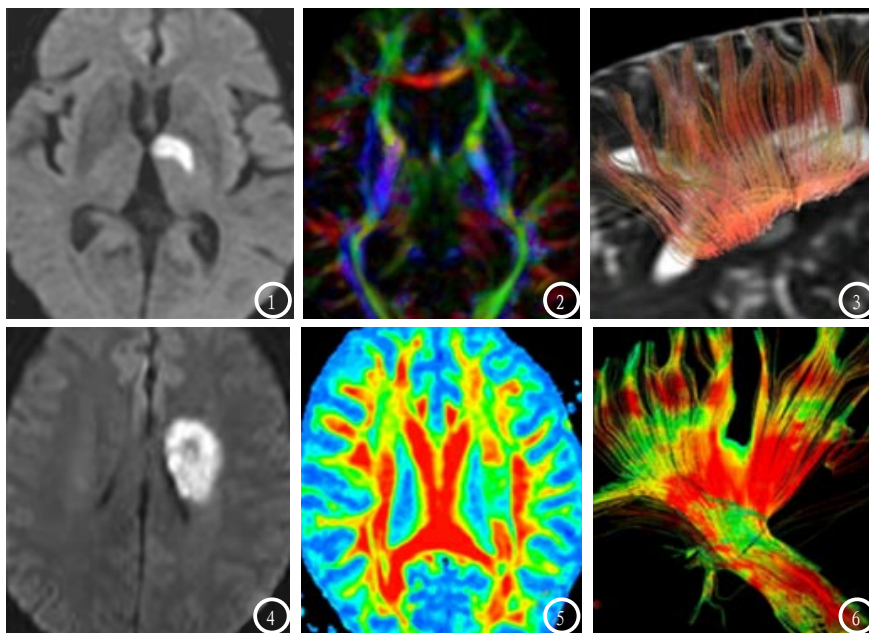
左侧丘脑区脑梗死, DWI (图1) 呈高信号, DEC图 (图2) 显示左侧内囊后肢局部略受压, DTT图 (图3) 显示病变邻近纤维束, 纤维束略受压, 纤维束数量形态未见明显异常。图4-6 左侧放射冠脑梗死, DWI (图4) 呈高信号, FA图 (图5) 左侧放射冠区纤维束走行区局部FA值降低, DTT图 (图6) 纤维束破坏中断减少。
